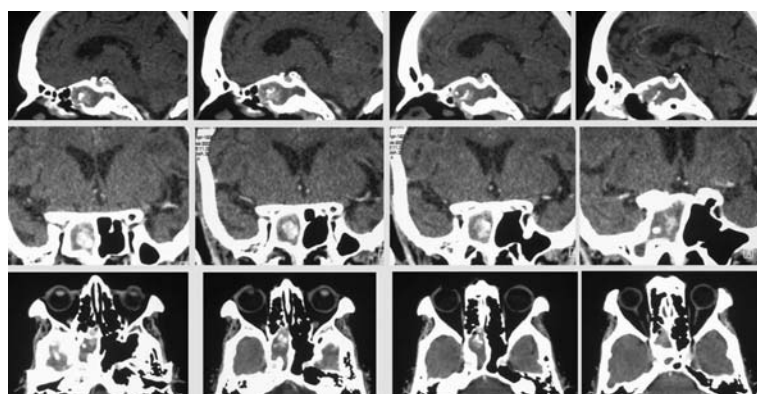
Компьютерная томография головного мозга, полости носа и околоносовых пазух больной В., 1929 года рождения. Правая клиновидная пазуха заполнена образованием плотностью $48+15$ ед.Н., в передних отделах мелкие высокоплотные очаги ($920+450$ ед.Н.).
